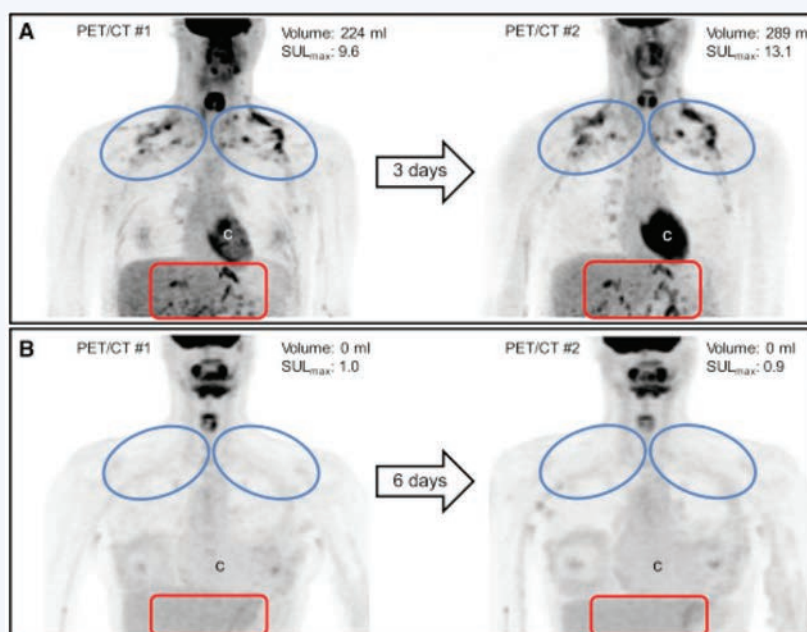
ПЭТ-КТ с 18F-ФДГ. Визуализация бурой жировой ткани [43]
